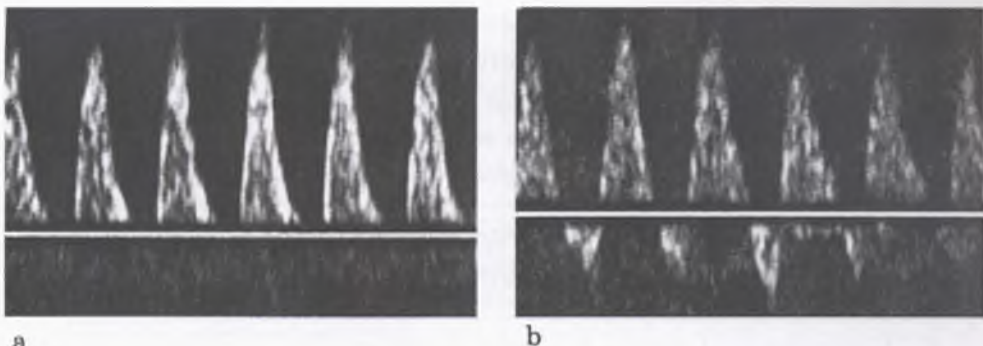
Schimbări ale fluxului sangvin la velocimetria Doppler ombilicală: a – flux diastolic absent; b – flux diastolic inversat
